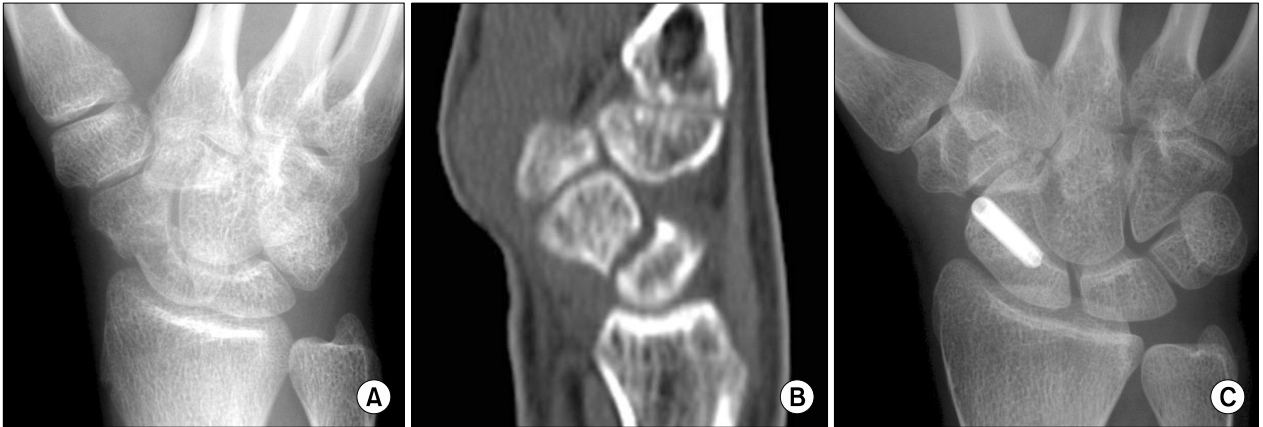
(A) Oblique radiograph of an 18-year old man shows scaphoid nonunion. (B) CT shows bone resorption and a gap at the scaphoid waist. (C) Postoperative 12 months posteroanterior radiograph of the wrist shows bony union and a volarly inserted screw.
